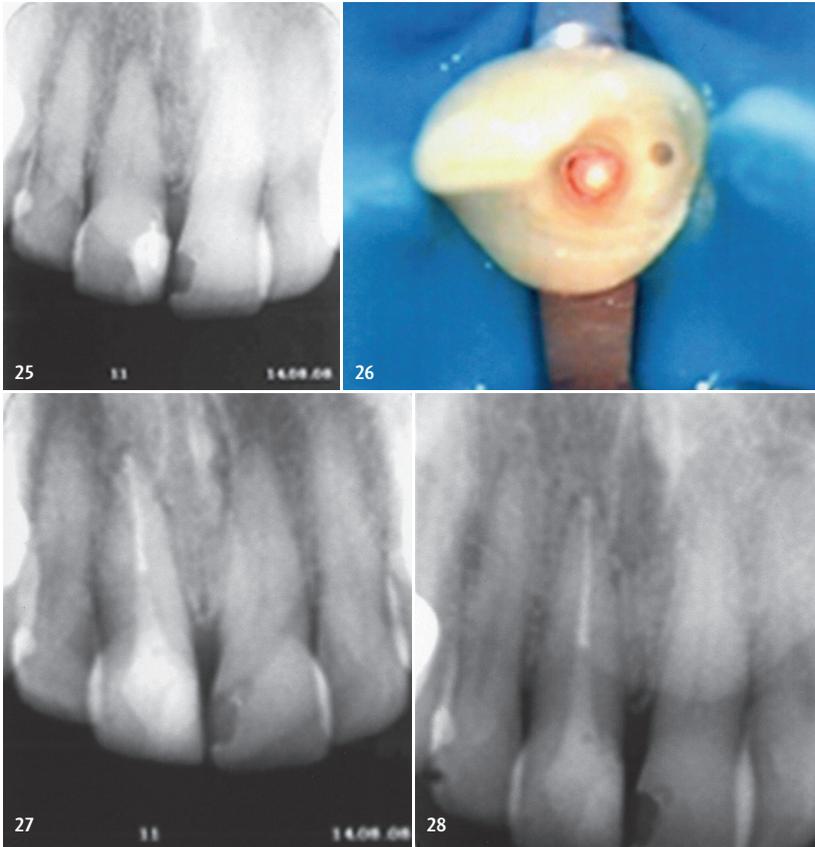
Apikale Parodontitis Zahn 11 wegen totaler Pulpanekrose. Auch teilweise über Seitenkanälchen im apikalen Drittel extrudierter Sealer behindert die Ausheilung scheinbar nicht. Patient erschien leider nicht zu weiteren Röntgenkontrollen.
